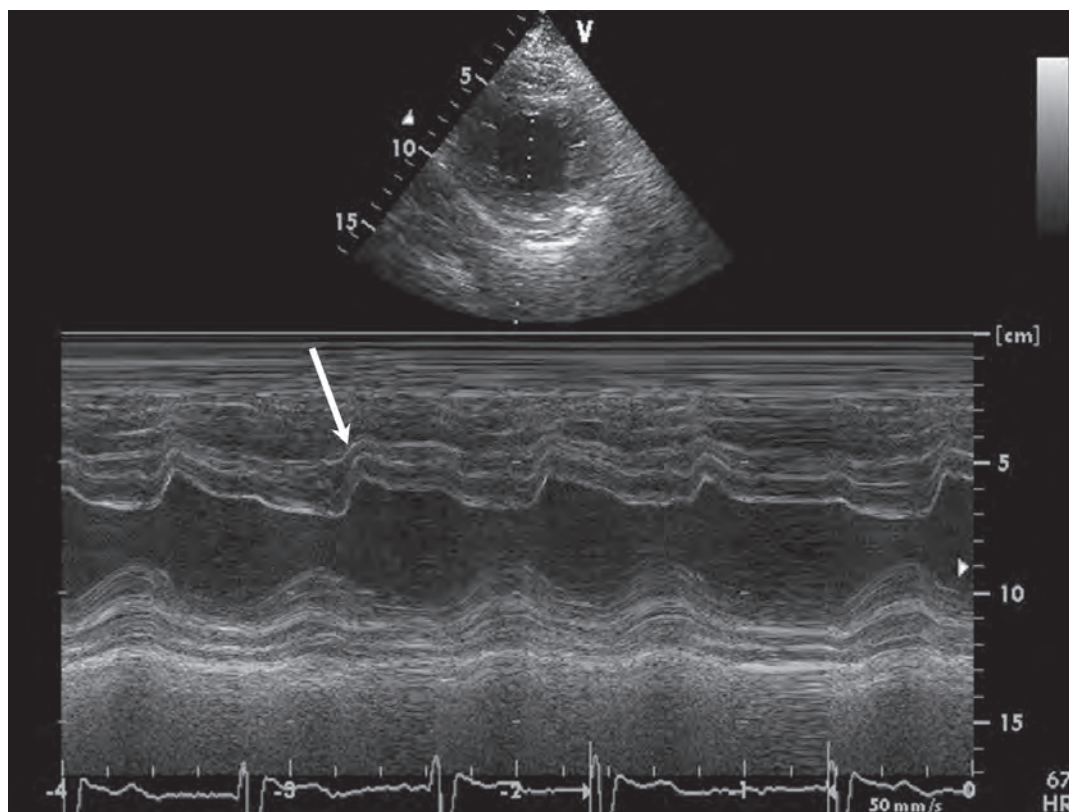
Ecocardiografie transtoracică mod M – ax scurt parasternal. Incizura precoce diastolică a SIV (săgeata).
